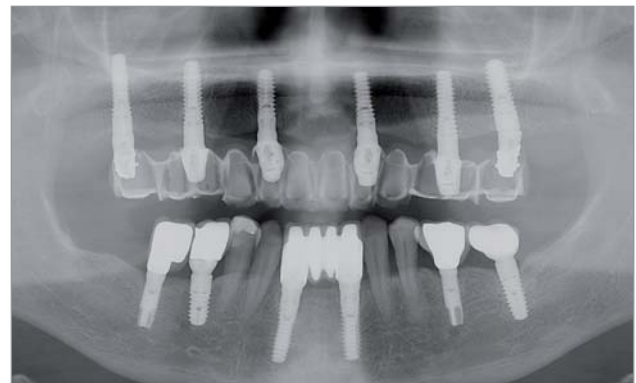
Röntgenbild nach 59 Monaten Tragezeit.
